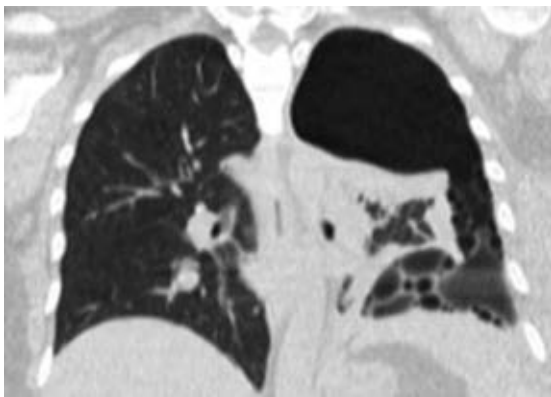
Tomografía de tórax axial que muestra la presencia de pulmón atrapado.
